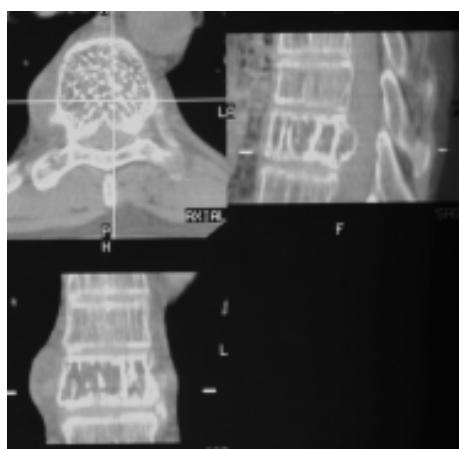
Гемангиома тела Т8 позвонка. Компьютерная томография. Поражено тело позвонка (секторы А и В) в виде грубых трабекул; лизис кости между ними; вторжение костных масс в позвоночный канал
